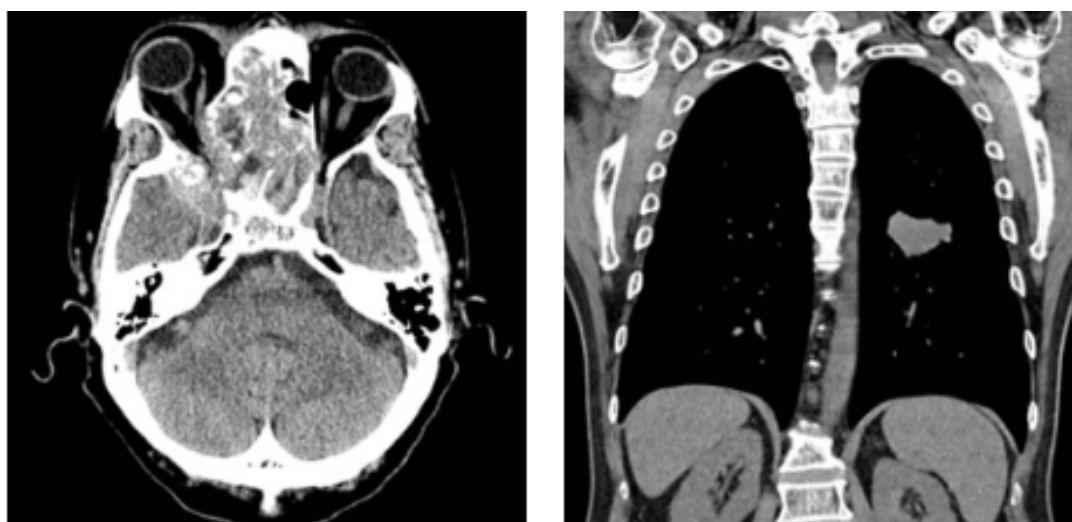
Imagen de tomografía axial computarizada craneal (izquierda) y torácica (derecha) del paciente. A la izquierda se observa una masa que ocupa el techo de la fosa nasal derecha con erosión e infiltración ósea de las celdillas etmoidales y el seno esfenoidal derecho, llegando a la fosa temporal. A la derecha se aprecia una masa sólida de bordes espiculados en el segmento superior del lóbulo inferior izquierdo.
